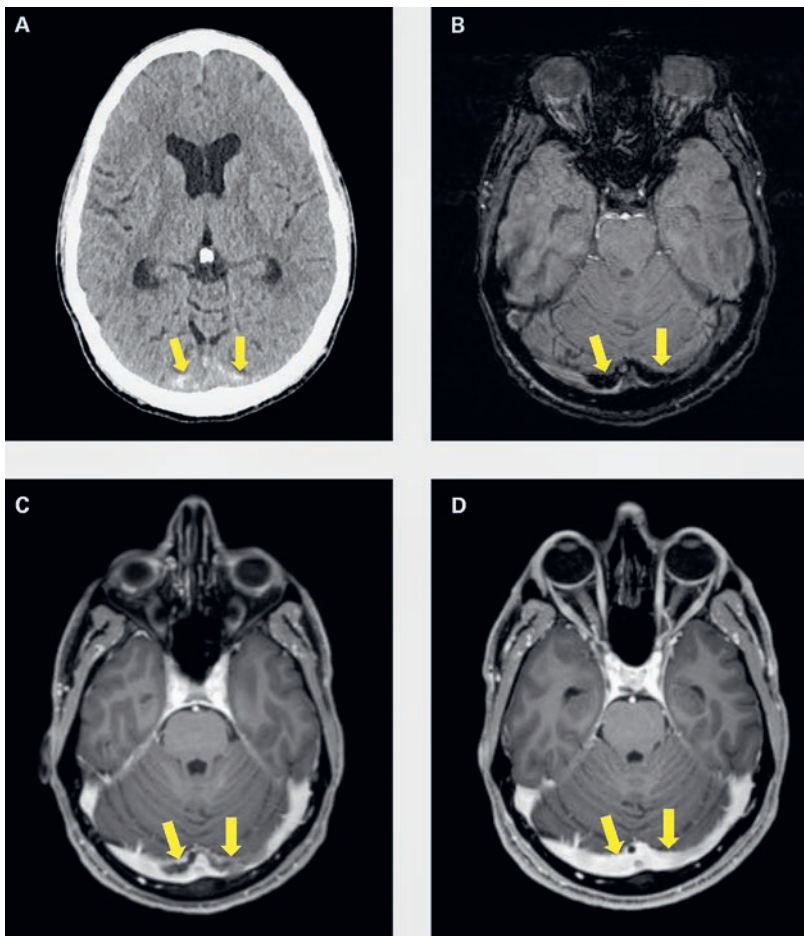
A) Natives Computertomogramm des Schädels (Axialschnitt): Hyperdensität beidseits okzipital bei «dense vessel»-Zeichen durch frischen Thrombus in den Sinus. Differentialdiagnostisch wurde an ein traumatisches subdurales Hämatom gedacht. B) Magnetresonanztomogramm, SWI-Sequenz, axial: Ein jüngeres Hämatom kann ausgeschlossen werden, es zeigen sich Signalabsenkungen in den Sinus durch den Thrombus. C) Magnetresonanztomogramm, fettunterdrückte T1-Sequenz axial nach i.v. Kontrastmittelgabe: Der umspülte Thrombus in den Sinus ist als tubuläre Hypointensität sichtbar. D) Magnetresonanztomogramm-Verlaufskontrolle 6 Monate nach Erstereignis, fettunterdrückte T1-Sequenz axial nach i.v. Kontrastmittelgabe: Der Thrombus ist aufgelöst, die Sinus wieder gut durchflossen.
